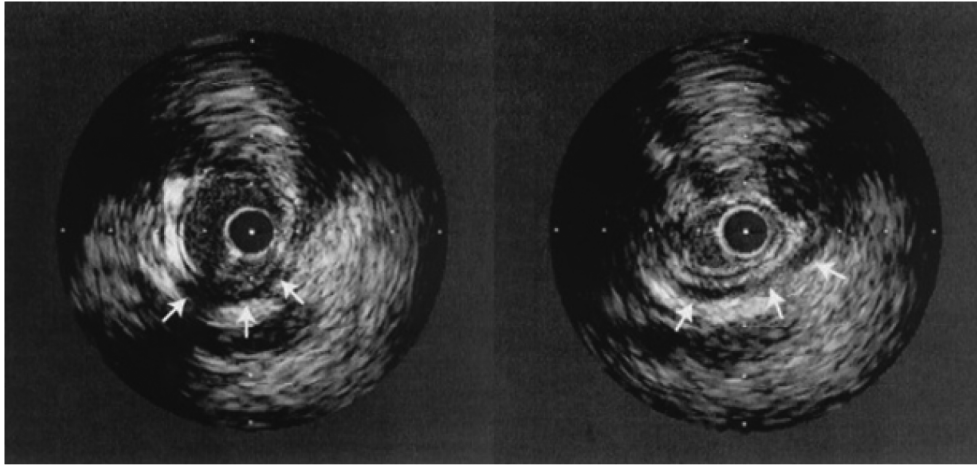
ВСУЗИ. Сжатие артерии в систолу (слева) и расслабление в диастолу (справа)
